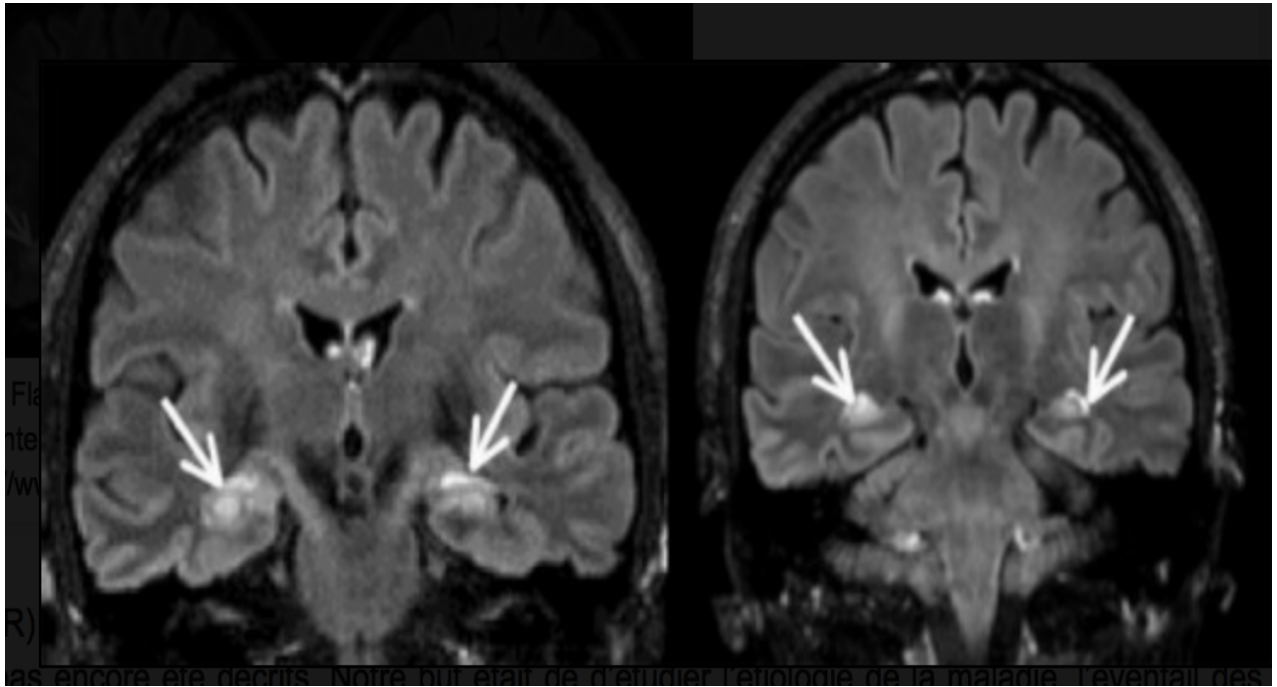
Aspect IRM évocateur d'une encéphalite limbique [32]
